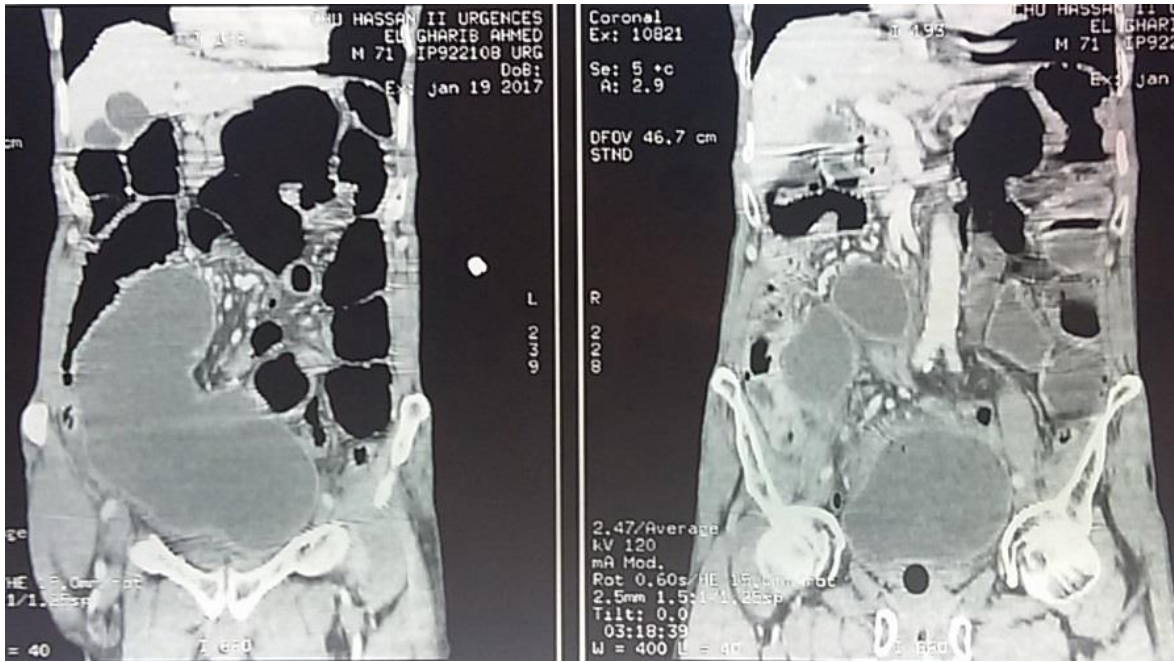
Reconstruction frontale TDM abdominale premier patient
